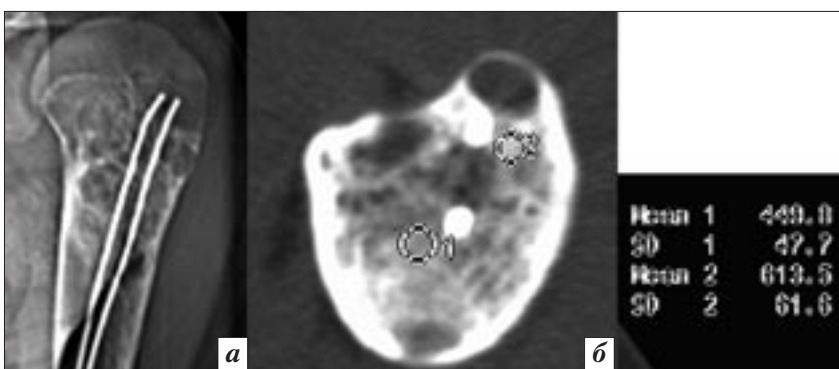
Тот же больной. Через один год и шесть месяцев после внутрикостного армирования. КТ: топограмма (а), аксиальный срез (б).
